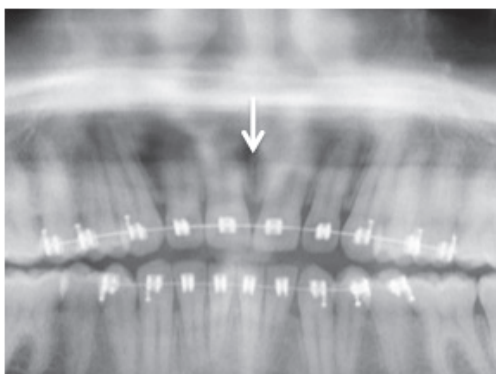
Radiographie du canal naso-palatin
